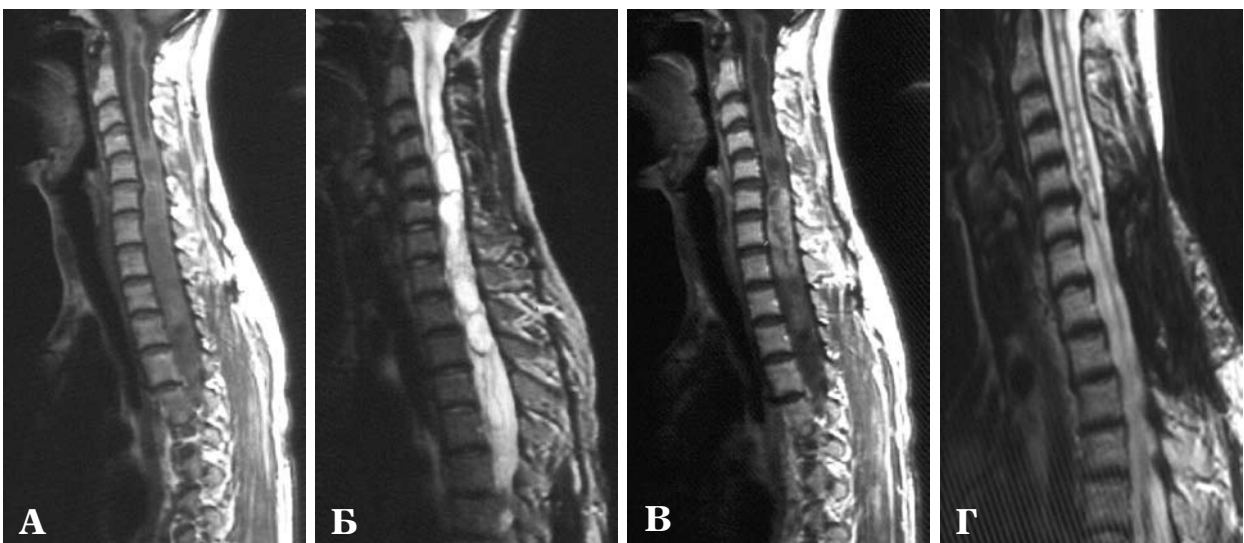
Томограма шийно-грудної локалізації. T1- (А) та T2-ЗЗ (Б) — дифузне розширення спинного мозку та кістозний процес з рівня C_1 до T_{VI} і нижче. Диференціювати тканину пухлини від кісти складно. T1-ЗЗ після контрастного підсилення (В) дозволяє чітко розмежувати тканину пухлини від сингломієлітичних кіст, що дозволило здійснити ламінектомію відповідно до солідної частини пухлини. T2-ЗЗ в сагітальній площині (Г) — регрес сингломієлітичних порожнин після операції.
